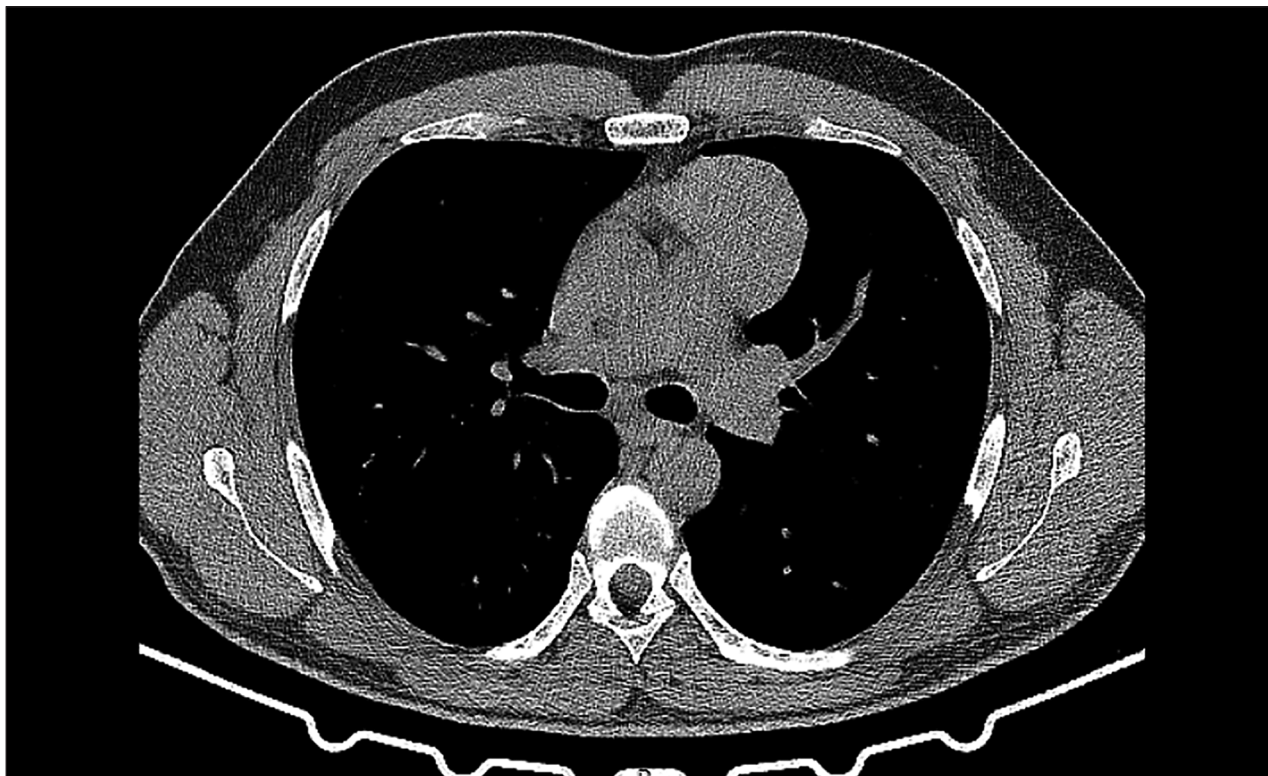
Комп'ютерна томограма хворого К. з новоутворенням передньо-верхнього середостіння
